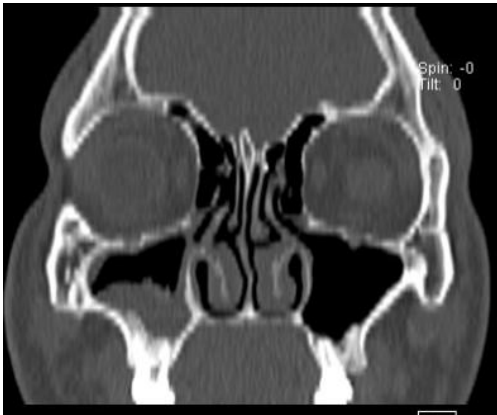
coupe coronale TDM. visualisation de la déviation latérale droite du septum associé à une sinusite maxillaire droite.
